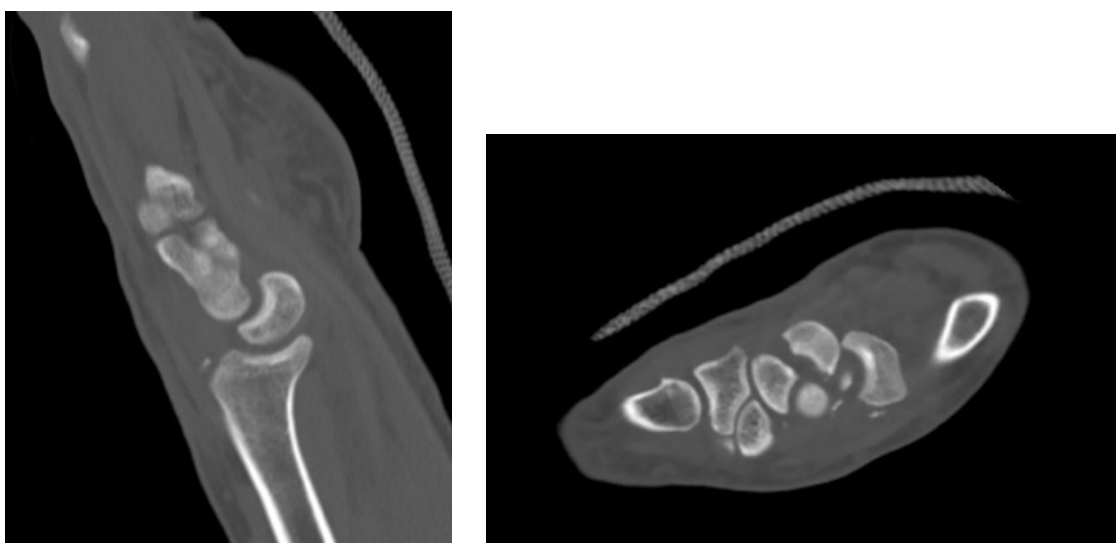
Studio pre-operatorio con imaging sezionale tramite Tomografia Computerizzata.
